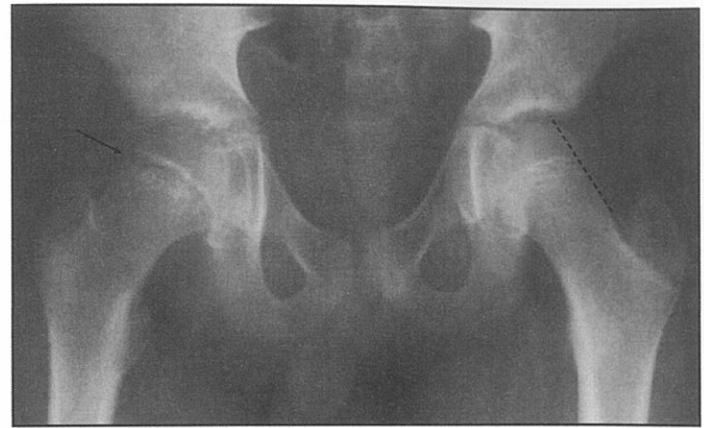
Radiografie anteroposterioară ce ilustrează o alunecare precoce a epifizei capului femural ce necesită intervenție chirurgicală, în șoldul drept (*săgeată*). Linia punctată reprezintă linia Klein a părții sănătoase. Se observă că epifiza părții afectate nu ar fi intersectată de o linie similară. [Imagine folosită cu permisiunea lui Karen Black, BC Children's Hospital, Vancouver.]
